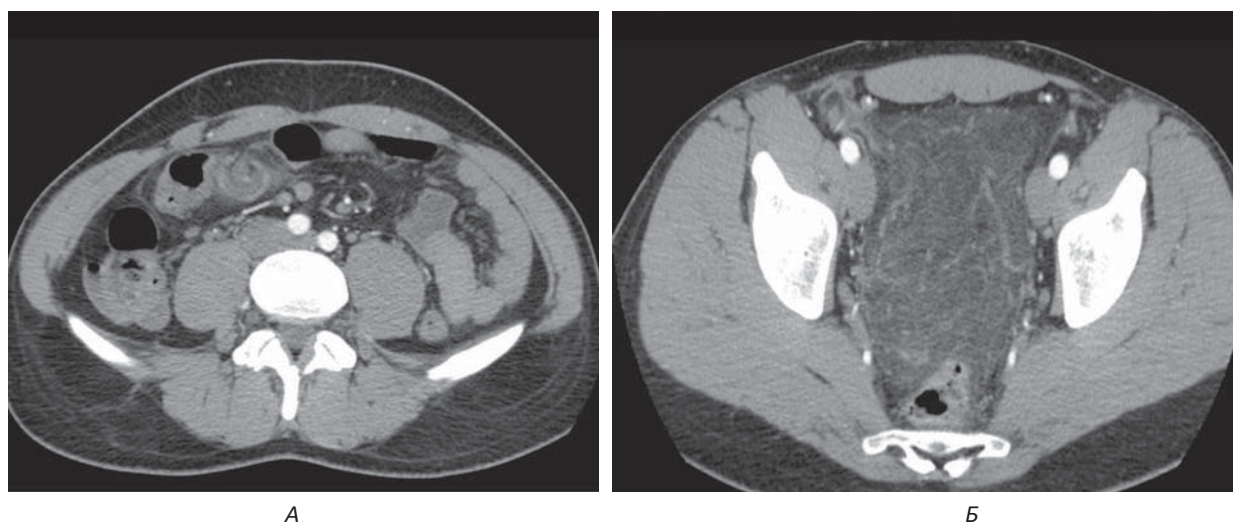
Акісальні КТ-скани перекруту пасма чепця із контрастним підсиленням: А – рівень черевної порожнини; Б – рівень малого тазу
